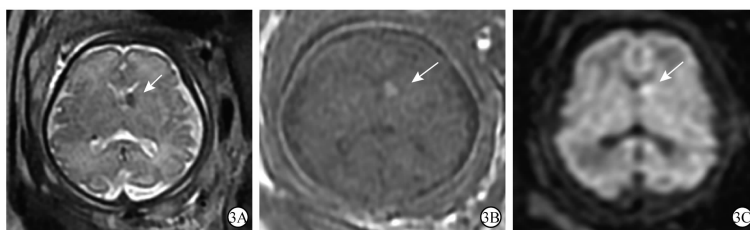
A-C:孕33周 轴位 T2WI、T1WI及 DWI,左侧脑室体部及右侧脑室三角区异常信号结节,T2WI低信号,T1WI及 DWI稍高信号
